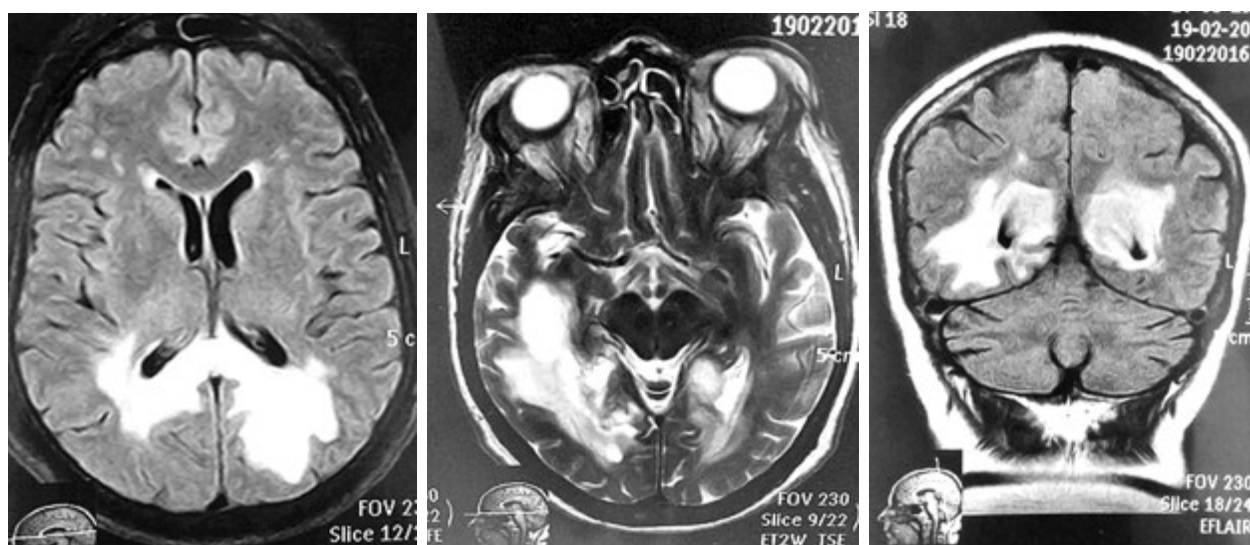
Повторна МРТ головного мозку
